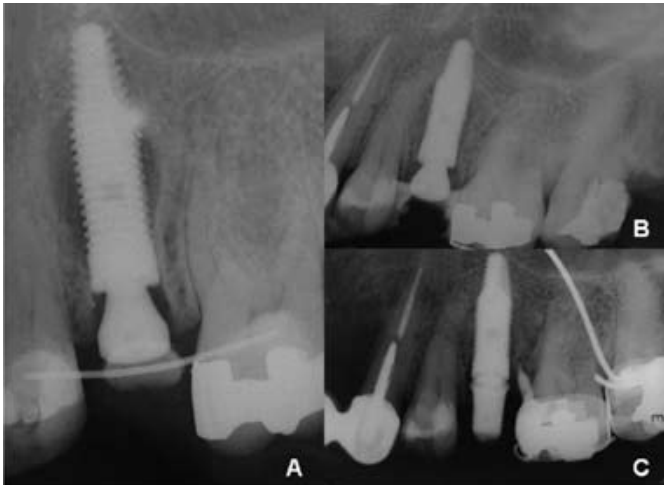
A) Radiografia imediatamente após a implantação; B) Radiografia após 4 meses de acompanhamento; C) Radiografia após 12 meses de acompanhamento.
